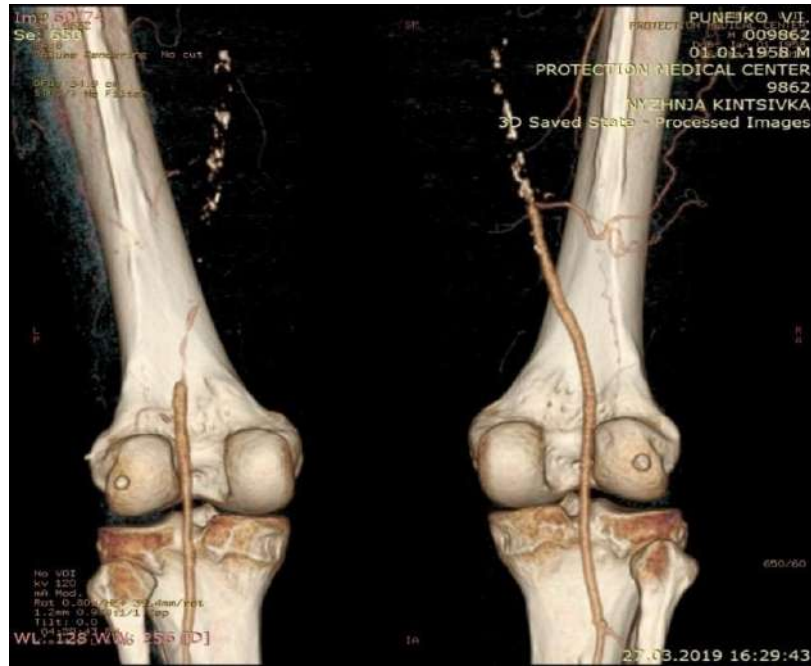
МСКТ аорти та артерій нижніх кінцівок хворого П. Спостерігається оклюзія ПАС з наявністю колатеральних зв'язків глибокої артерії стегна із підколінною артерією.
